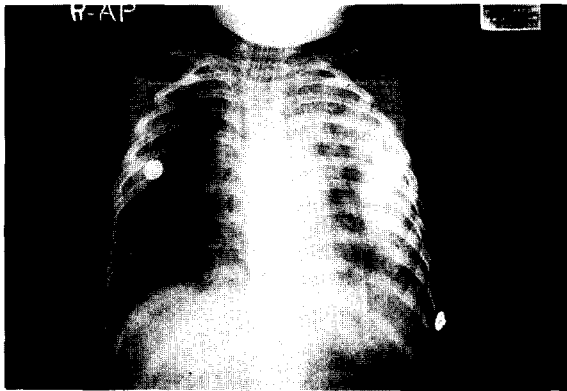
Chest X-ray, POD #2. More increased density than admmsion. He was diagnosed acute pul edema and respiratory failure
